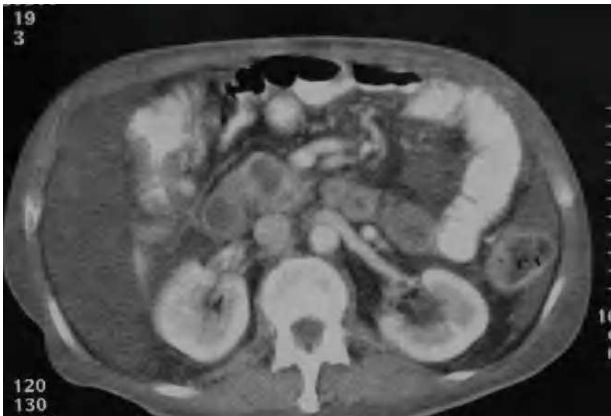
Tomografía computarizada abdominal que muestra imágenes quísticas de la cabeza pancreática.
